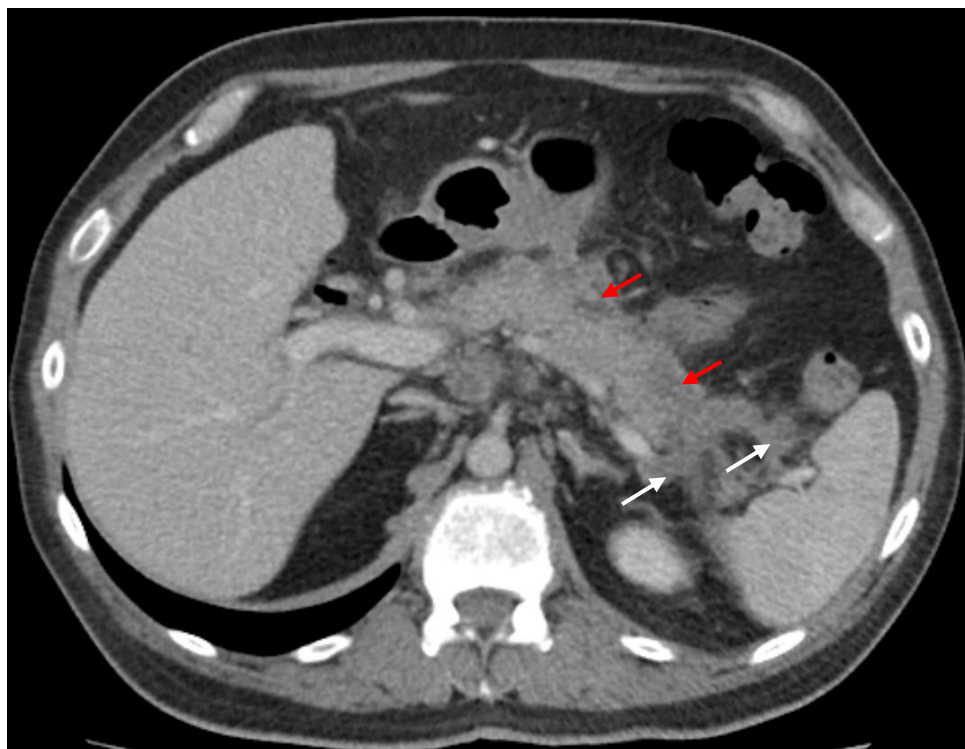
Компьютерная томограмма на 7 сутки ОП. Венозная фаза, аксиальная проекция. 1 тип конфигурации некроза ПЖ, неглубокие некрозы (красные стрелки) в нескольких отделах ПЖ, локальный парапанкреатит (белые стрелки)
